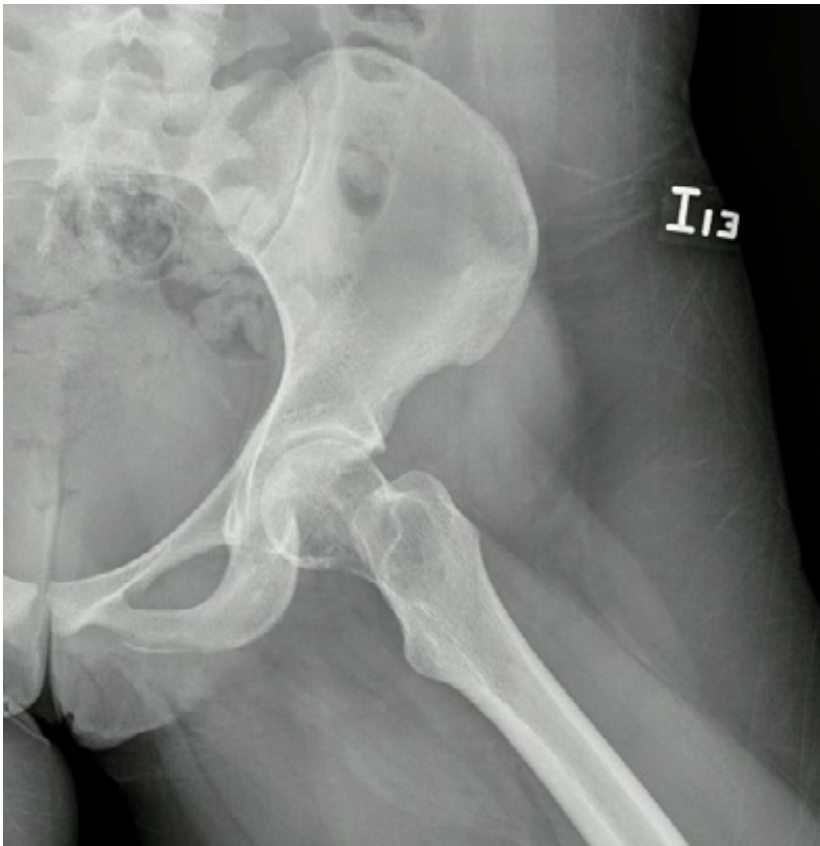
Radiografía de cadera izquierda en la que se observa fractura patológica transcervical de cadera asociada a lesión lítica expansiva, tipo quística, sin reacción perióstica ni masa de tejidos blandos adyacente.
